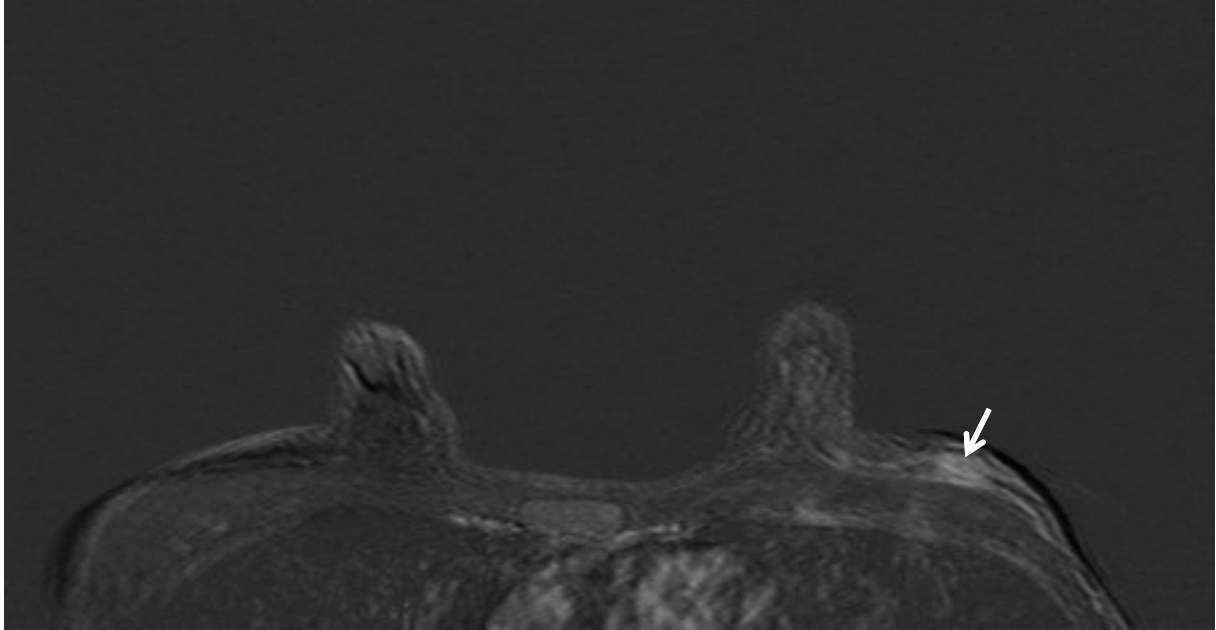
zusätzliche Läsionen in der MRT der Brust
